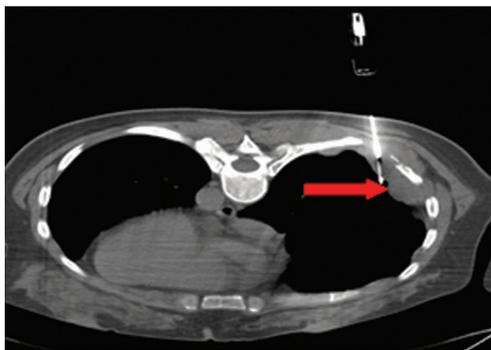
穿刺术中 CT 图像 (穿刺针位于病灶内)
